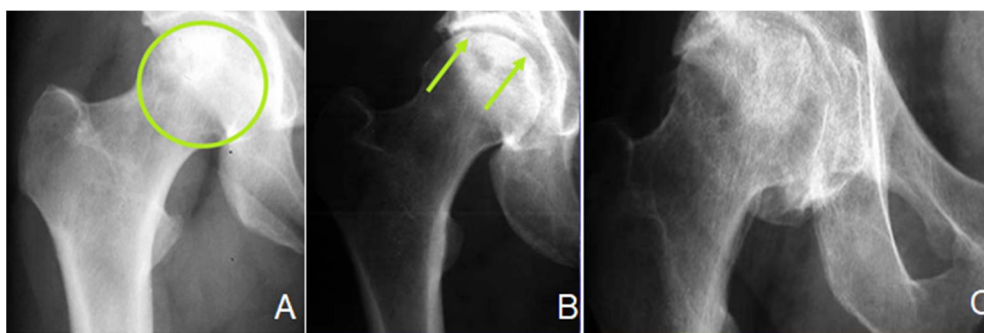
Classification radiographique d'Arlet et Ficat. (86)
